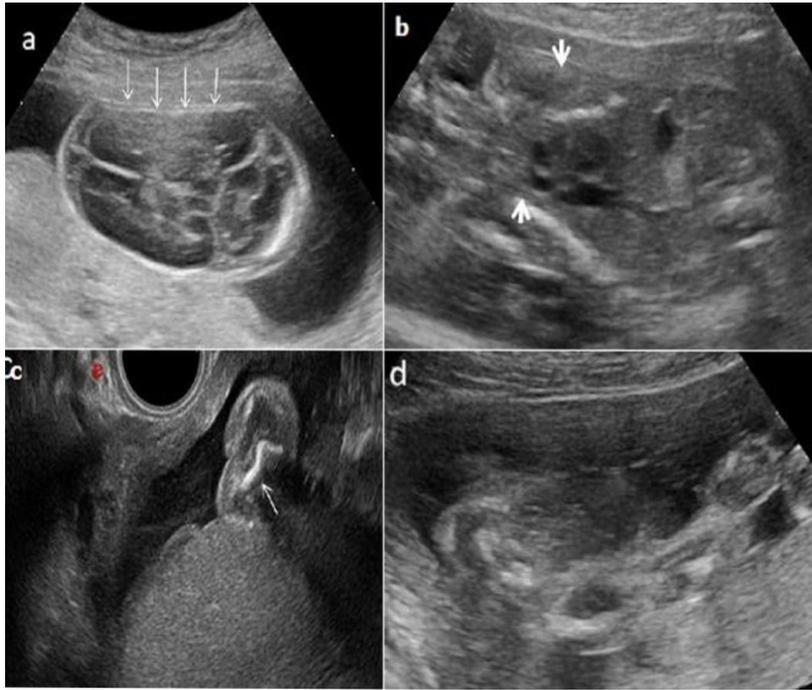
Échographie anténatale à 25 semaines d’aménorrhée (SA)
